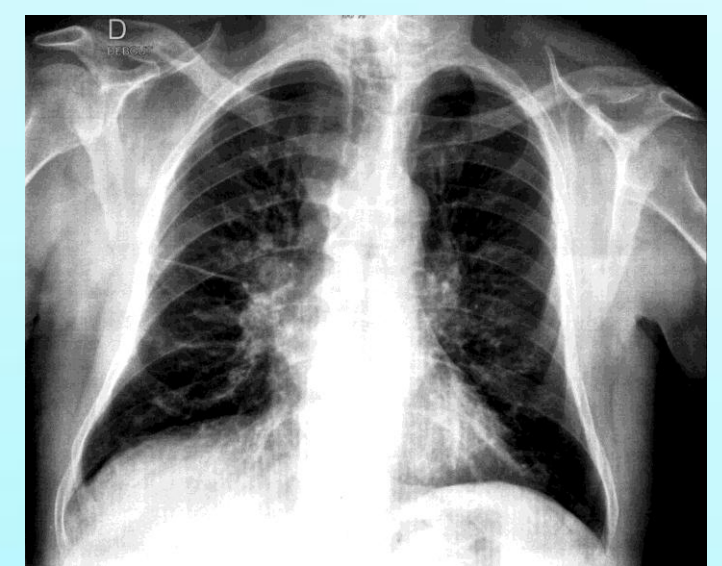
radiographie pulmonaire : adénomégalies hilio-médiastinales
